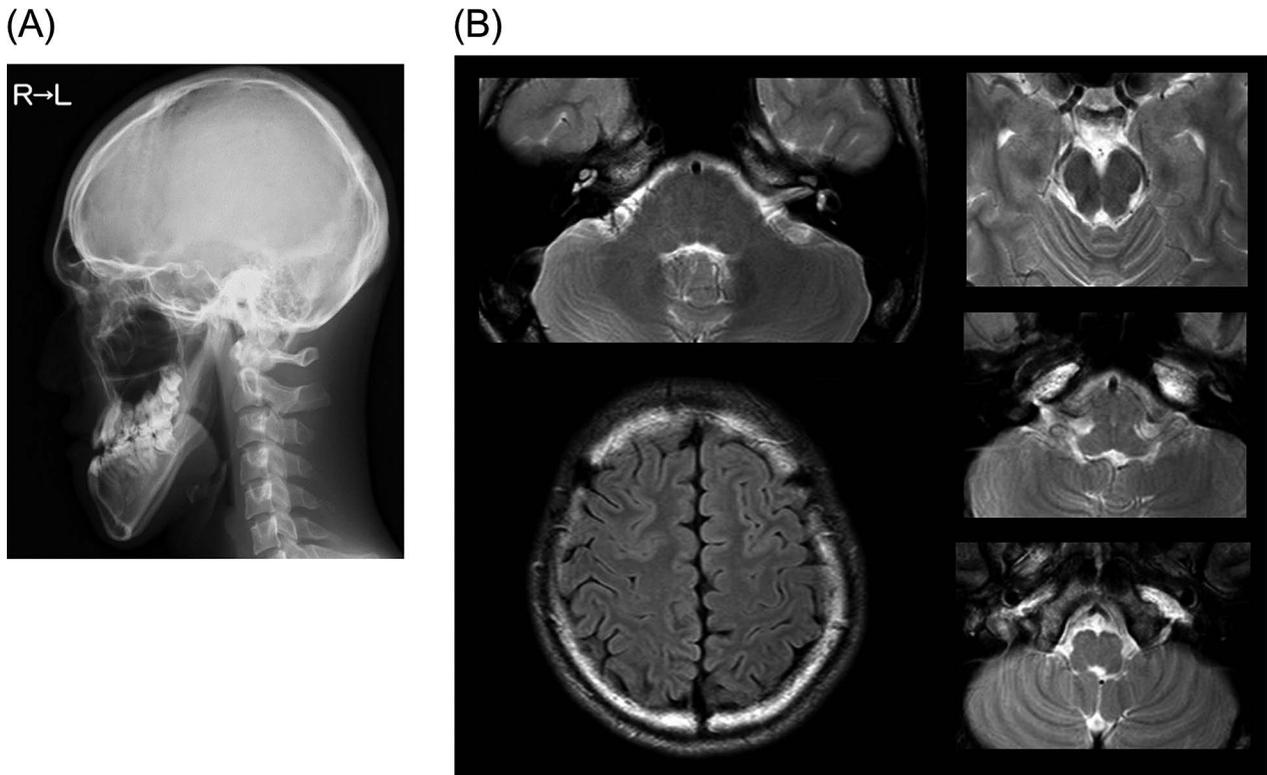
(A) A X-ray image of the skull. (B) MRI findings.
